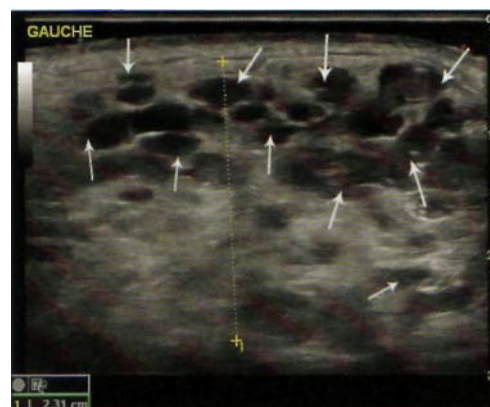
Échographie de parotidite chronique évolutive (flèches : destructions parenchymateuses).
